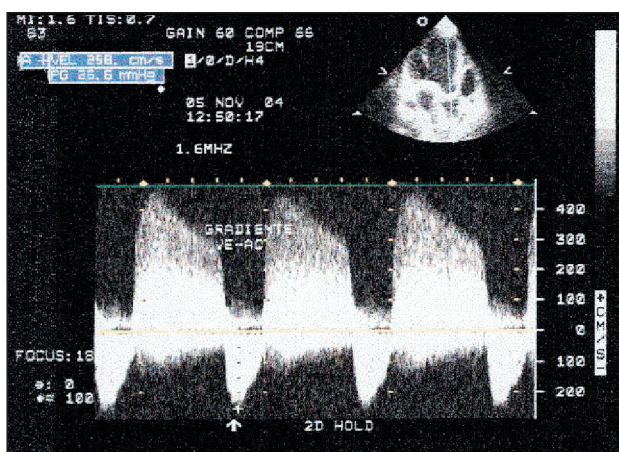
Gradiente transvalvar aórtico máximo. Corte apical de cinco câmaras. Doppler contínuo transvalvar aórtico. Seta – gradiente transvalvar aórtico máximo.
